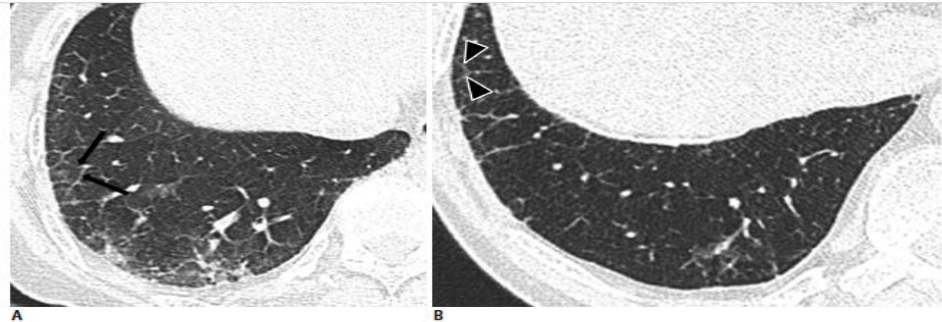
79-year-old female resident for 60 years near asbestos mine with 5 year work history at mine. A, B. CT shows interlobular septal thickening (arrows) (A) and intralobular interstitial thickening (arrowheads) (B) connected to peripheral pulmonary arteries.
